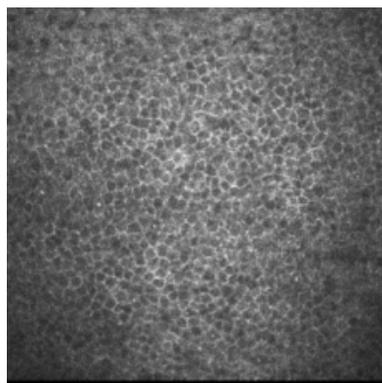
Эпителий. Глубина 40 мкм. Лазерная сканирующая томограмма (400x400 мкм)
